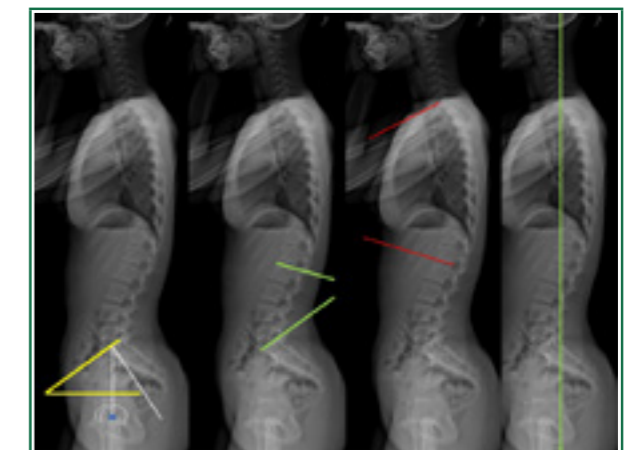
Radiografia sagittale
